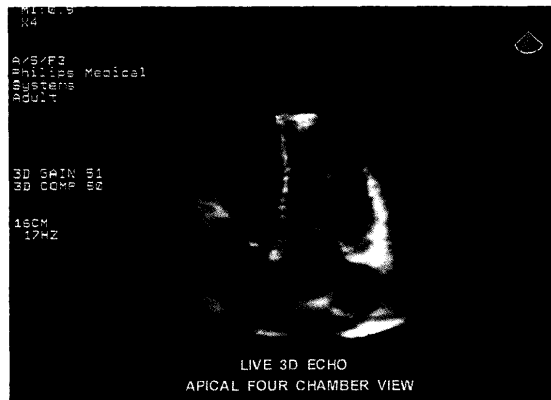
心尖四腔断面の三次元心エコー図 (3D echo) ^{註1)}
